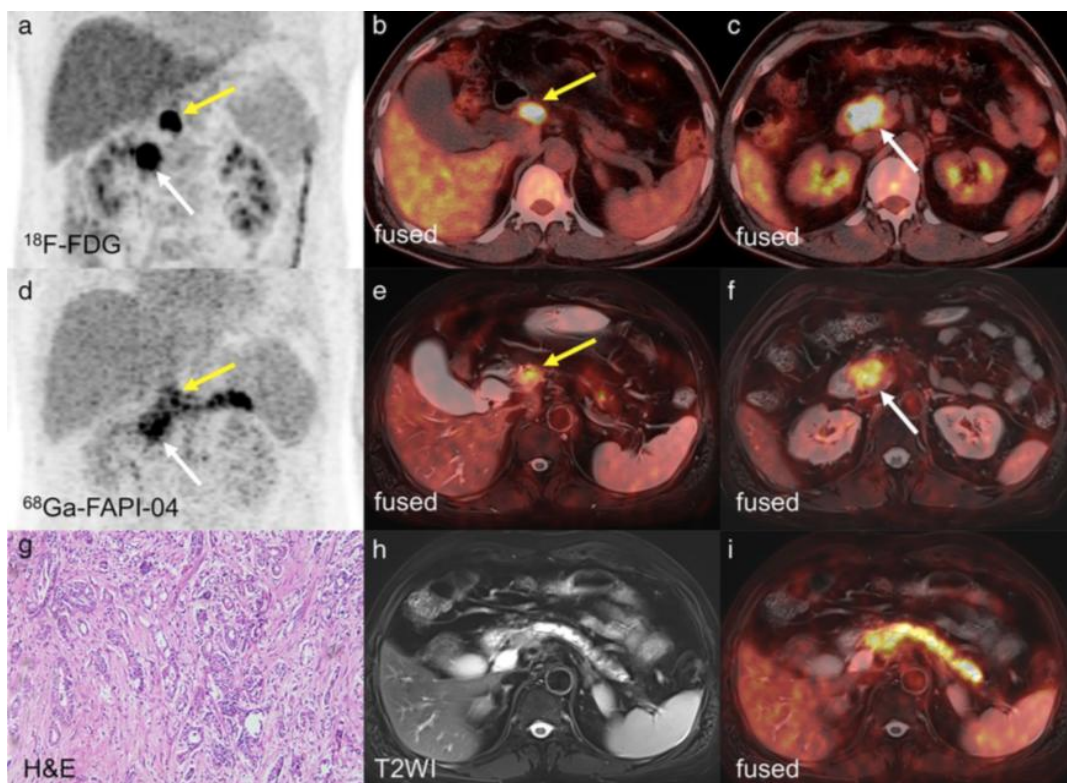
Adenocarcinoma duttale del pancreas. a-f; Ga-FAPI-04 PET/MR e 18F-FDG PET/TC dimostra la presenza di una lesione a livello della testa del pancreas (freccia bianca) e localizzazioni linfonodali nell'omento inferiore (freccie gialle).[18].
